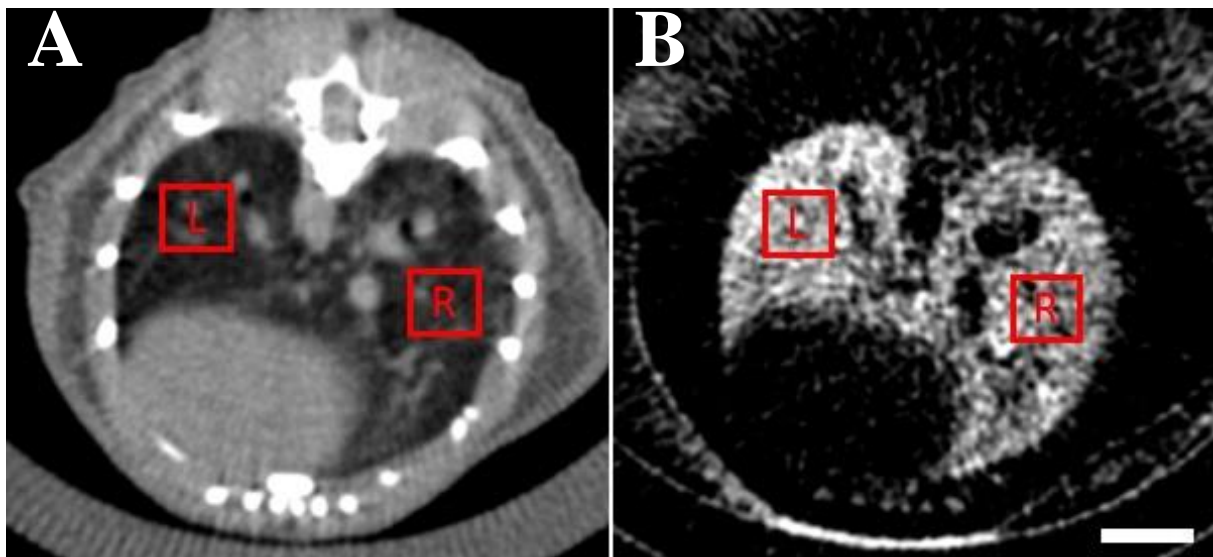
Erstversuch einer Bestimmung der Regions Of Interest zur Grauwertbestimmung in der Absorptionsbasierten (a) und Dunkelfeldbasierten (b) Tomographie. In der rechten und linken Lunge wurden in beiden Bildgebungsmodalitäten quadratische ROISs ausgewählt. (Längenbalken: 5mm)
